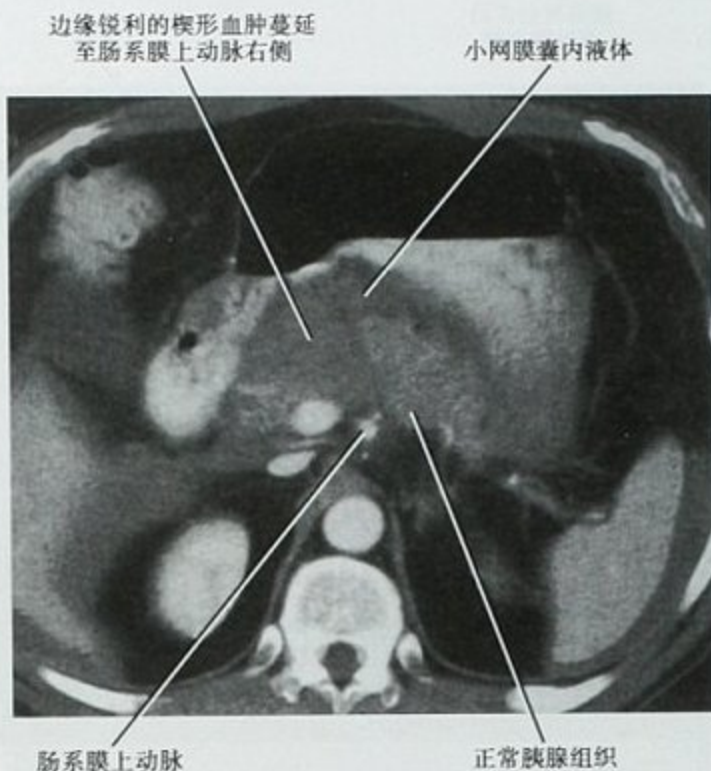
腹部钝性损伤后,CT 增强检查显示近端胰腺横断伤
